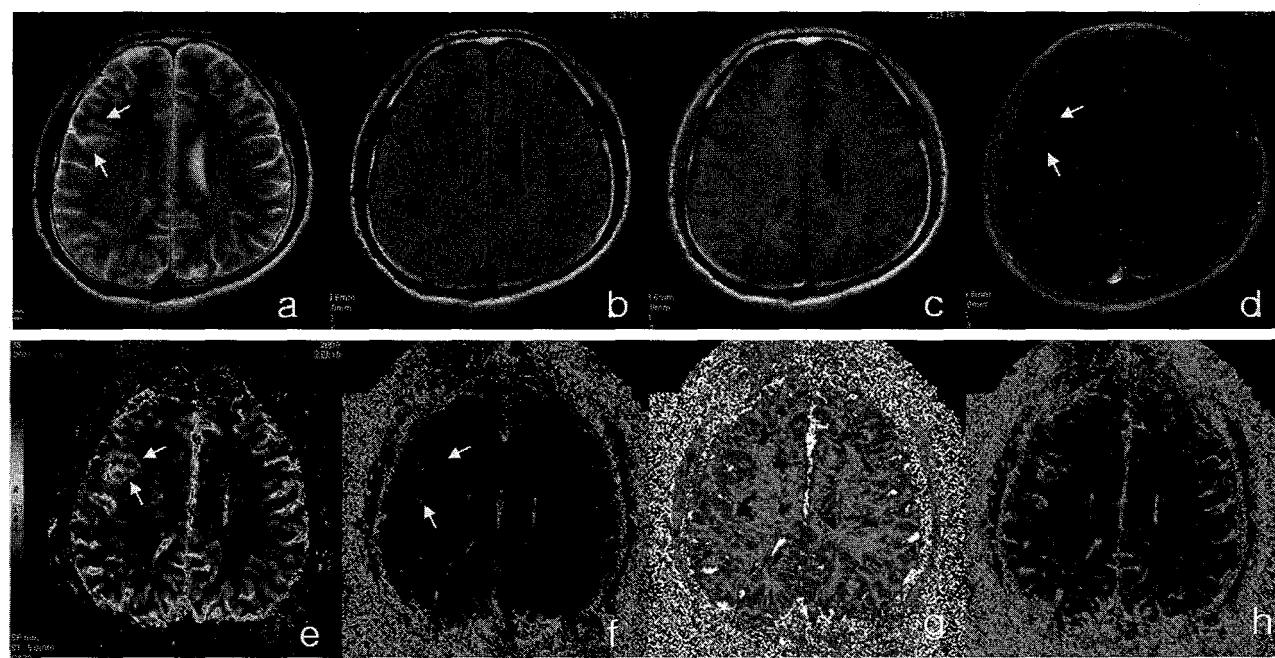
Low grade astrocytoma in a 35 year old man. Conventional T2-weighted image(a), FLAIR image(b), pre T1-weighted image(c), post contrast T1-weighted image(d), rCBV image(e), Permeability map image(f), rCBF-rSVD image(g), rCBV-rSVD image(h). The Permeability ratio of the lesion was 11.60.
